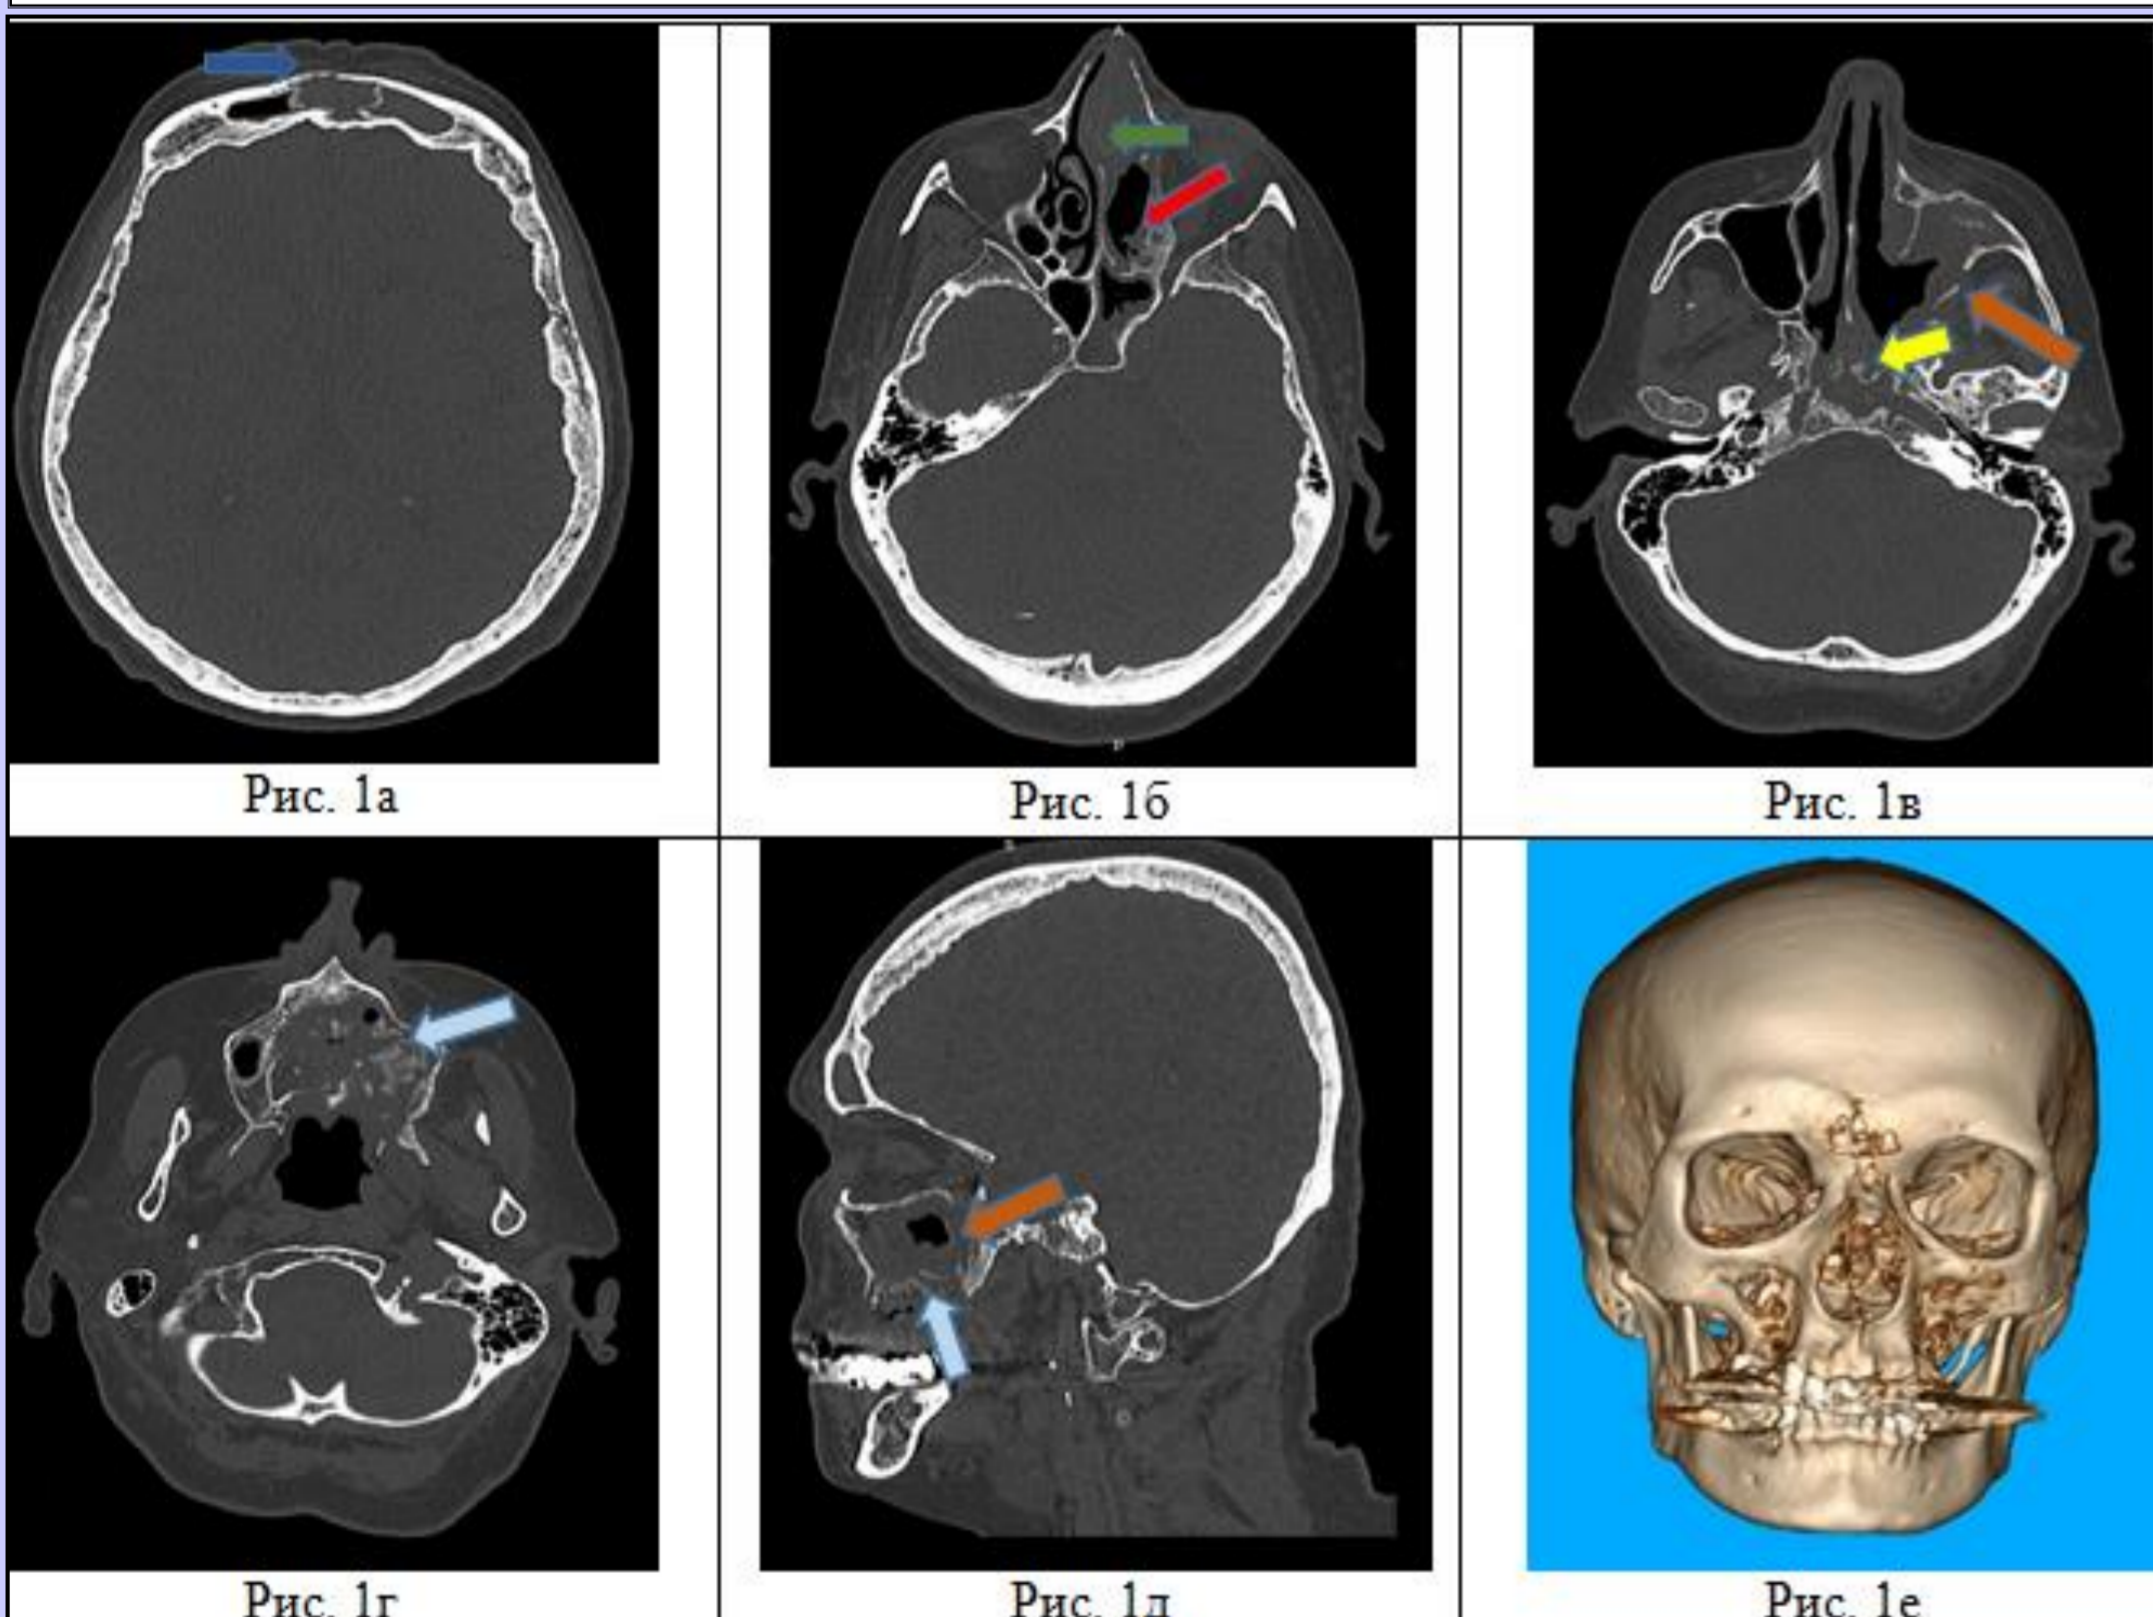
МСКТ, аксиальные проекции (а, б, в, г), сагиттальная реконструкция (д), 3D-реконструкция (е).
